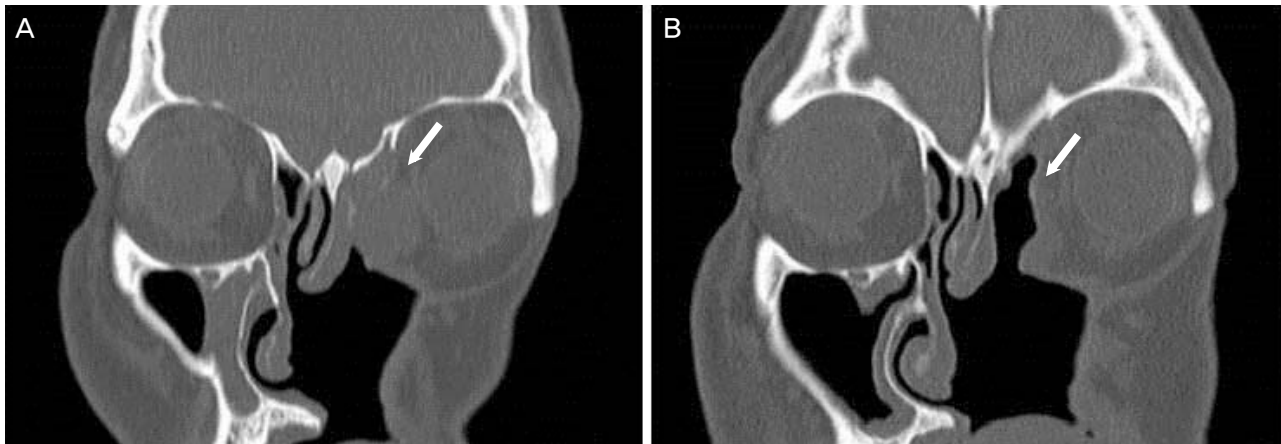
Coronal orbit computed tomography (CT) images showing an mass in paranasal sinus (arrow). (A) Pre-op CT image shows the same as Fingure 2. (B) Post-op CT image shows much improved infiltrated lesion after 3 days.
